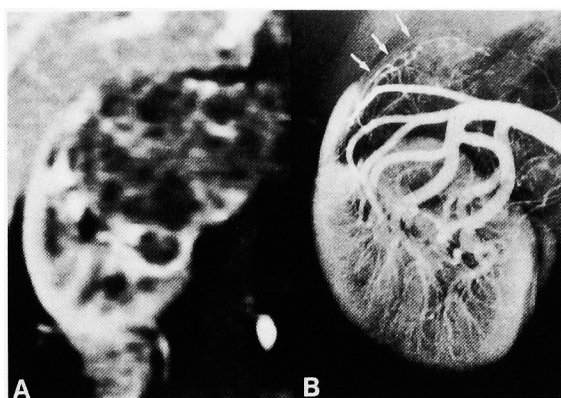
A: MRI revealed multilocular renal cyst on the right kidney. B: Angiography of right renal artery discloses hypovascular mass in the upper pole of the right kidney. Arrows show irregular arteries.
